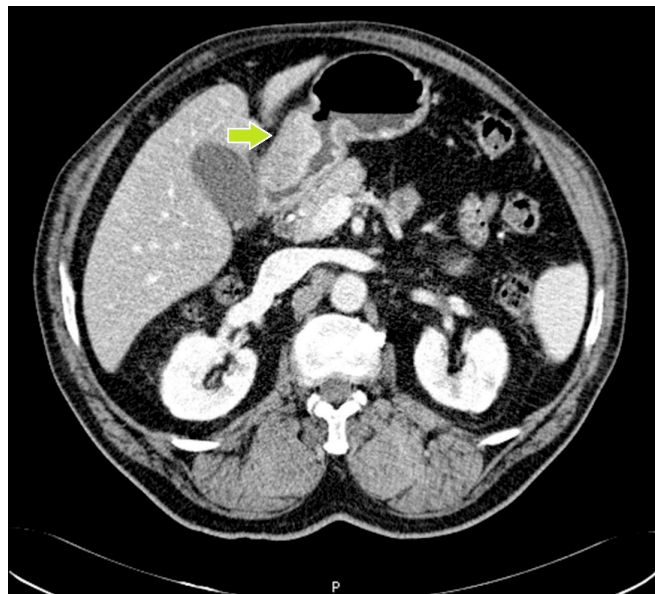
Imagem de Tomografia Computorizada identificando a lesão
